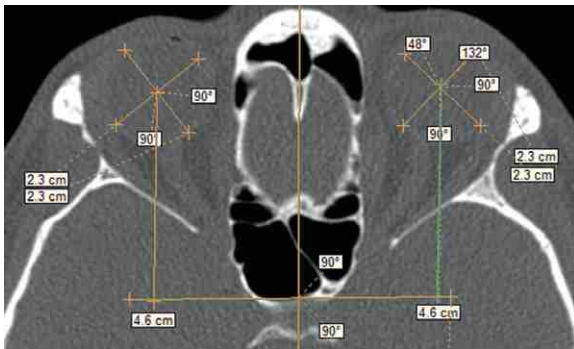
Компьютерная томограмма, косоаксиальная плоскость. Оценка дистопии глазного яблока в передне-заднем направлении (энофтальм).
